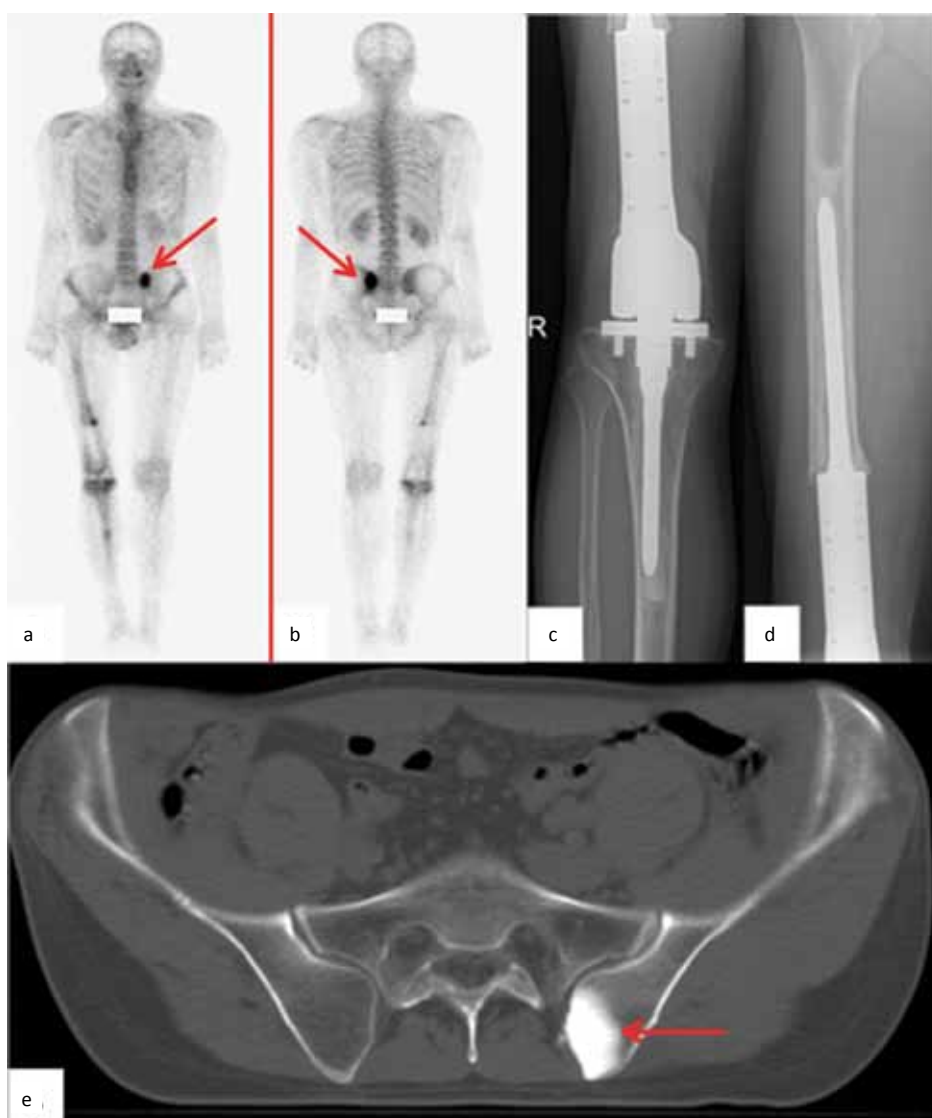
Control examination on 23.10.2012. State after endoprosthesis replacement of the right knee joint. On the bone scan (a, b) a single focus of hyperaccumulation of the radiopharmaceutical in the wing of the left iliac bone (arrow). Physiologically increased accumulation of the radiopharmaceutical is in the bones that fix endoprosthesis. SPECT/CT was not performed. No pathology revealed on X-ray of the right lower limb in direct projection (c, d). On the axial cuts on CT of pelvic bones (e) in the inner segment of wing of the left iliac bone a high-density lesion (1086 HU) was detected – osteosarcoma metastasis. Progression of the underlying disease I
